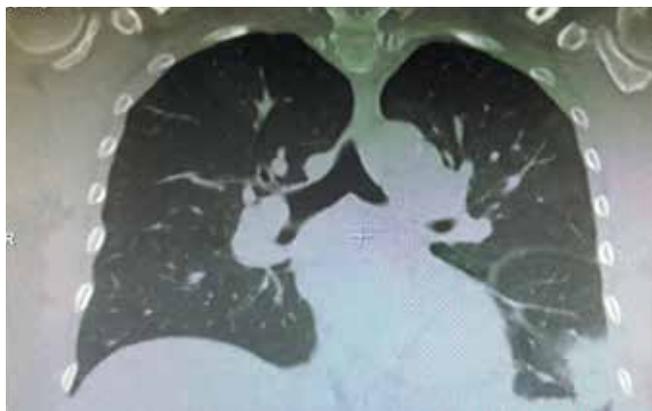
Мультиспиральная компьютерная томограмма легочной артерии и ее ветвей
